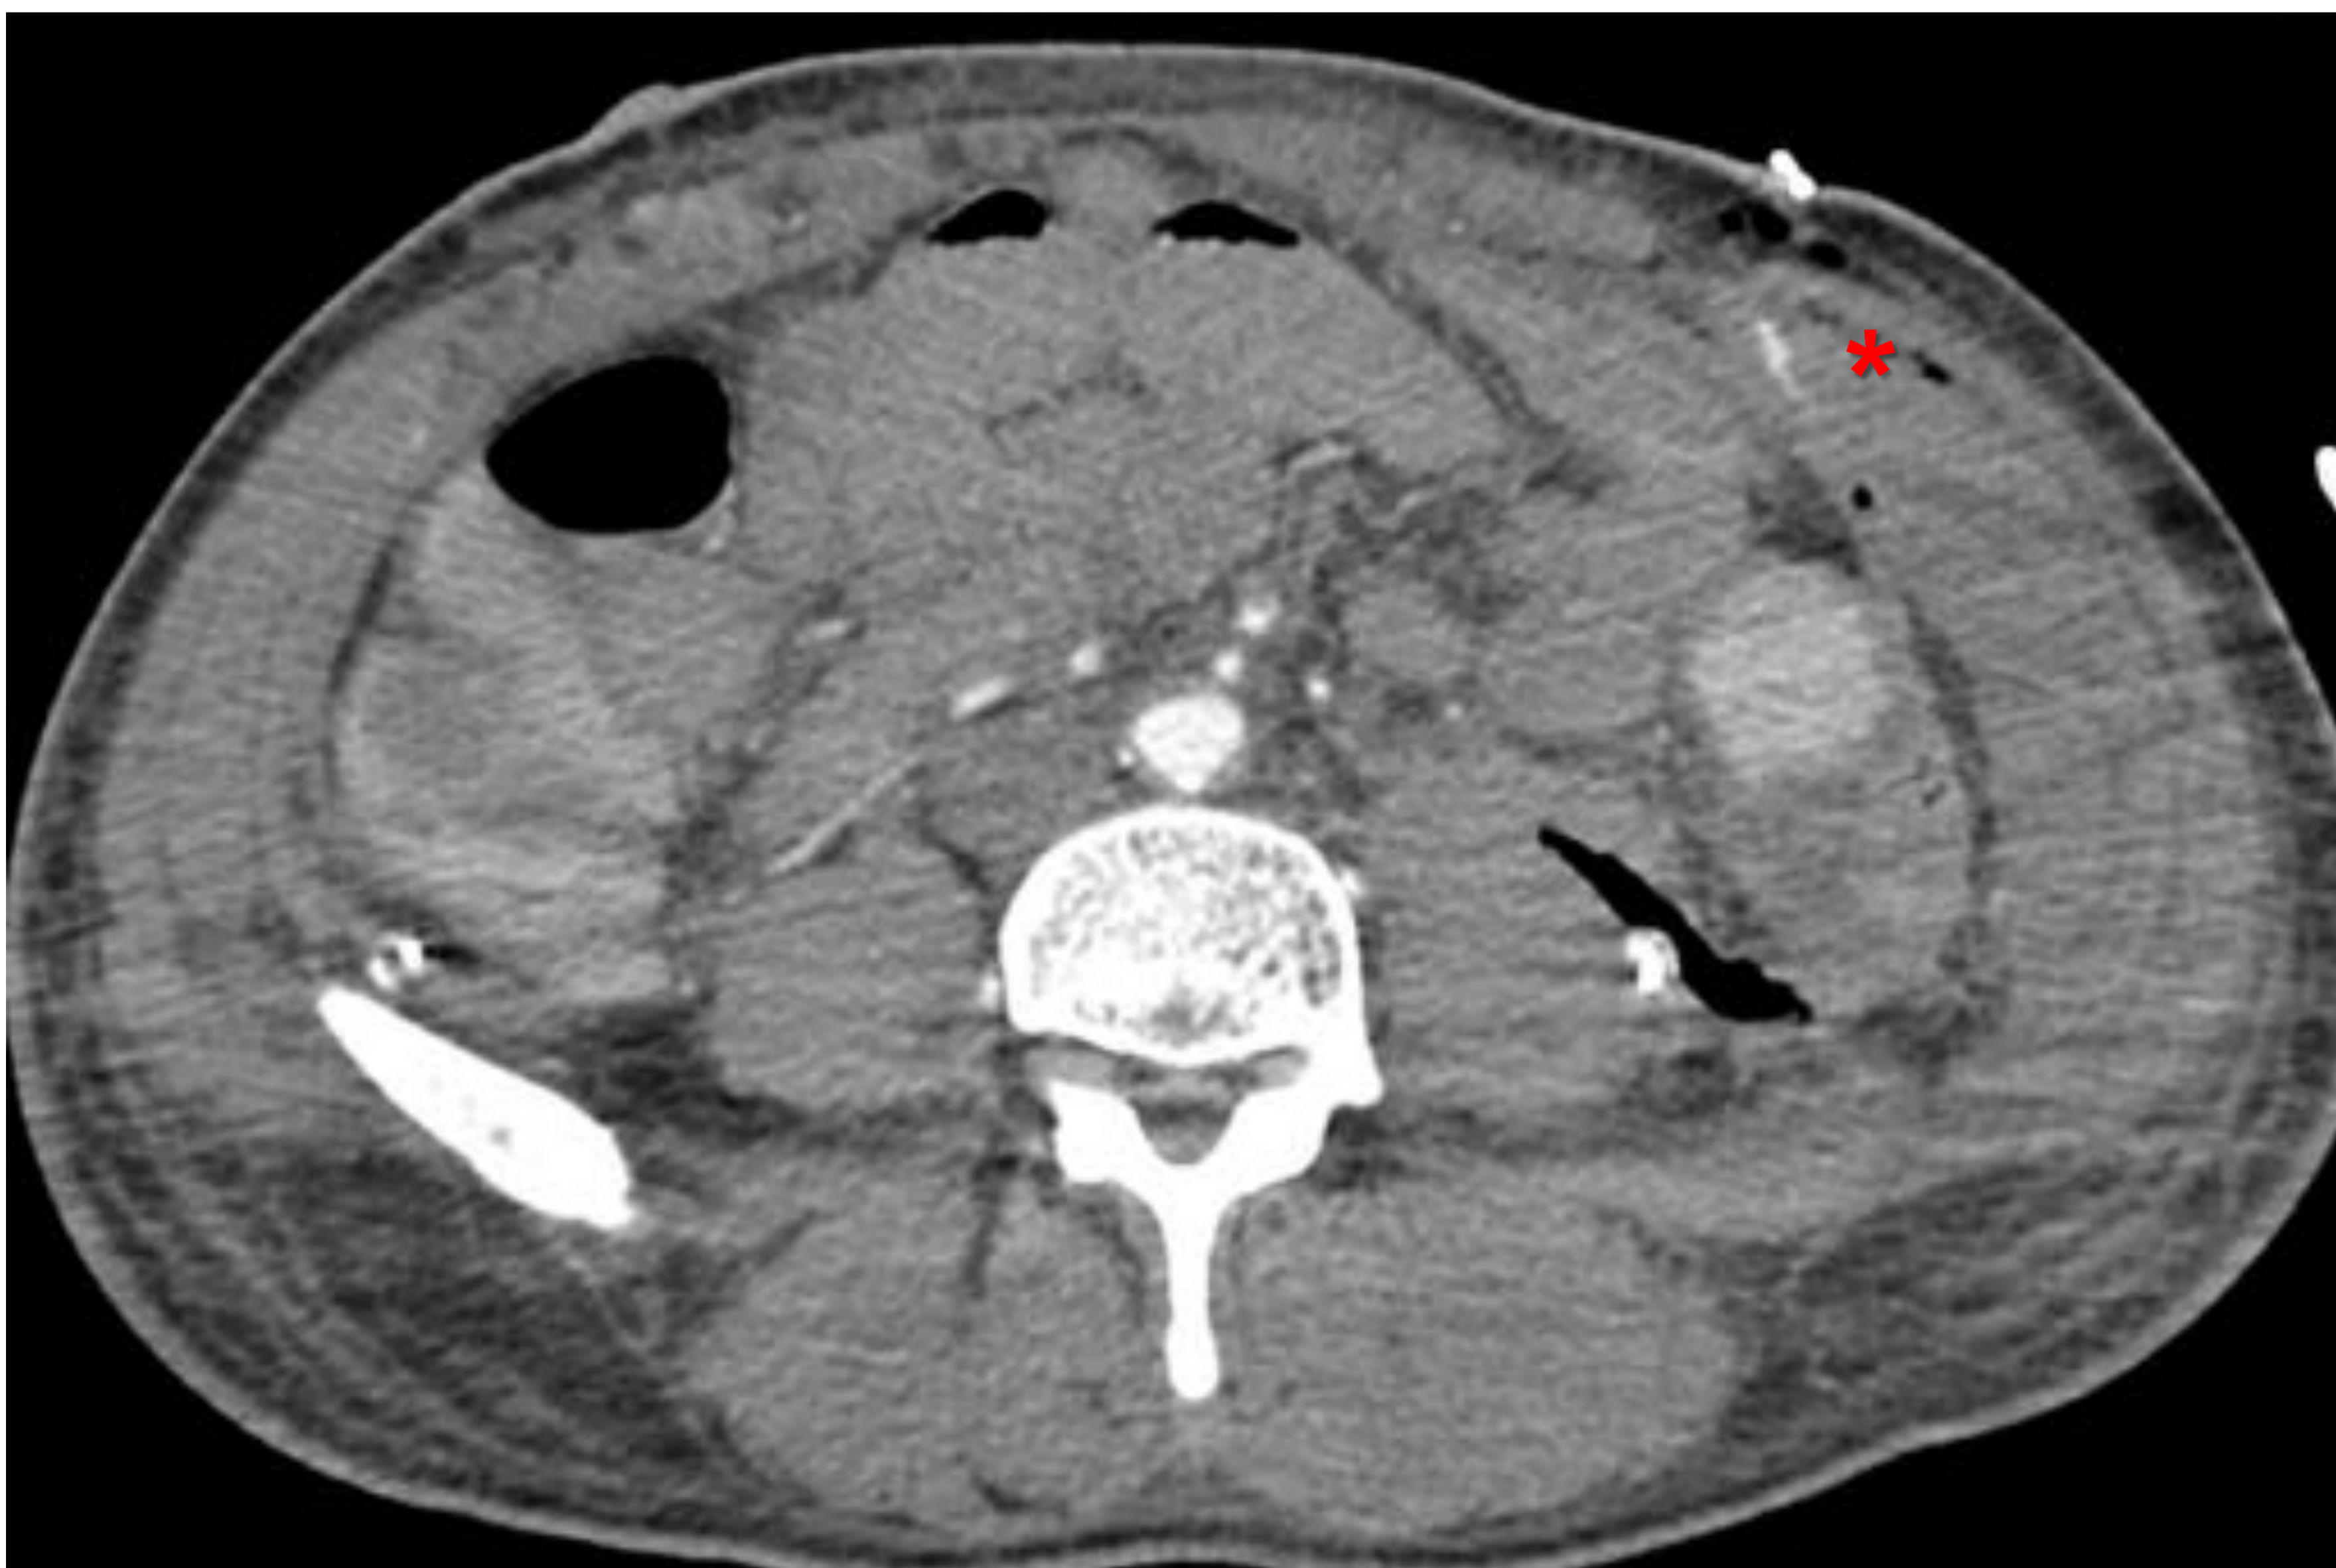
TC con contraste EV en fase arterial, donde se objetiva sangrado activo de la pared abdominal en paciente que se realizó explante del injerto renal.
